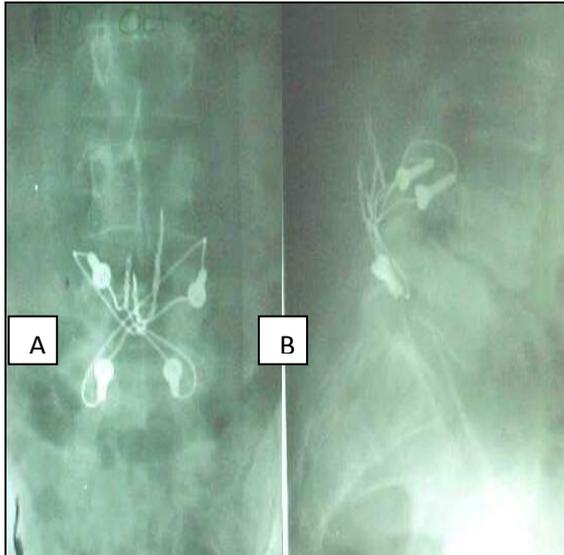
A y B, Radiografía en proyecciones AP y L de un paciente con espondilolistesis degenerativa instrumentado con tornillos faceto pediculares y alambres de tensión.
